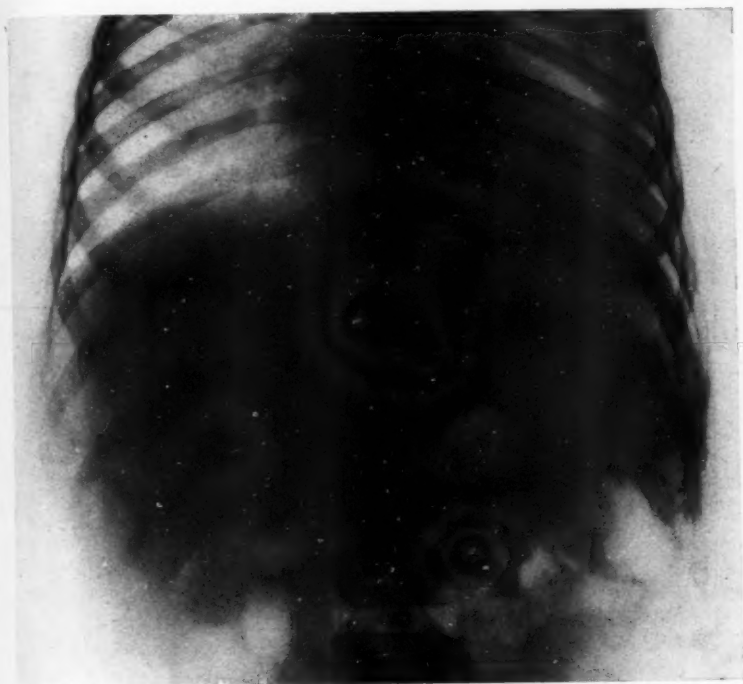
Radiographie faite avant la radiothérapie.
